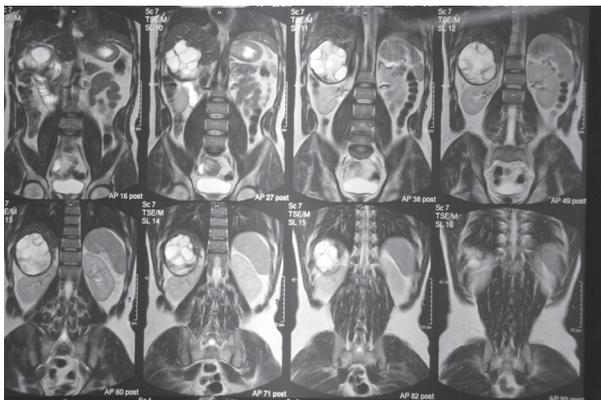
RMN: corte longitudinal que muestra imágenes similares a la precedente.
